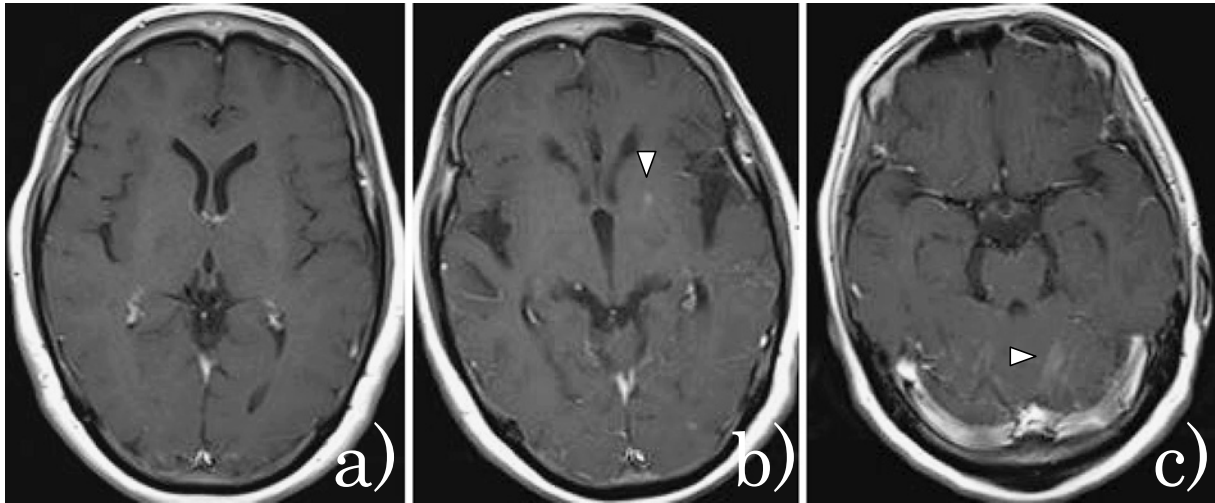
Brain MRI (a: on the date of the first visit to our hospital in November 2011. b, c: on the date of admission in December 2012) showing new brain metastasis (b, arrowhead) and suspected new leptomeningeal metastasis (c, arrowhead).
